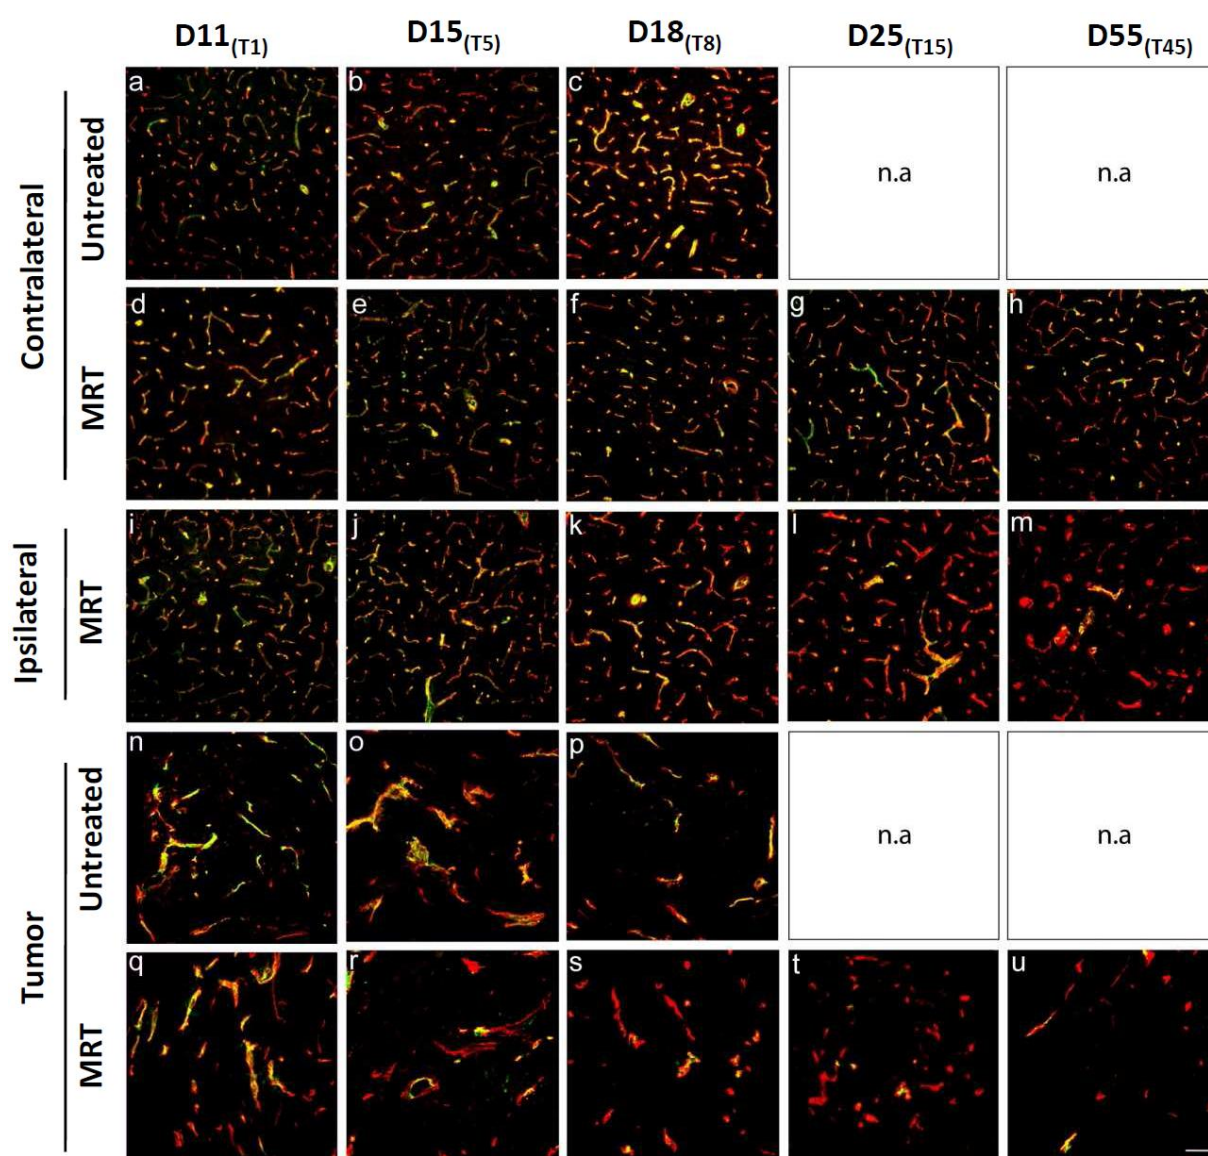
3-7 Immunomarquage des cellules endothéliales (RecA-1 ; en vert) et de la lame basale des vaisseaux (collagène IV ; en rouge), à différents temps post implantation d'un gliosacrome 9L traité par MRT ou non traité (« *untreated* »). Barre d'échelle : 200  $\mu$ m.
